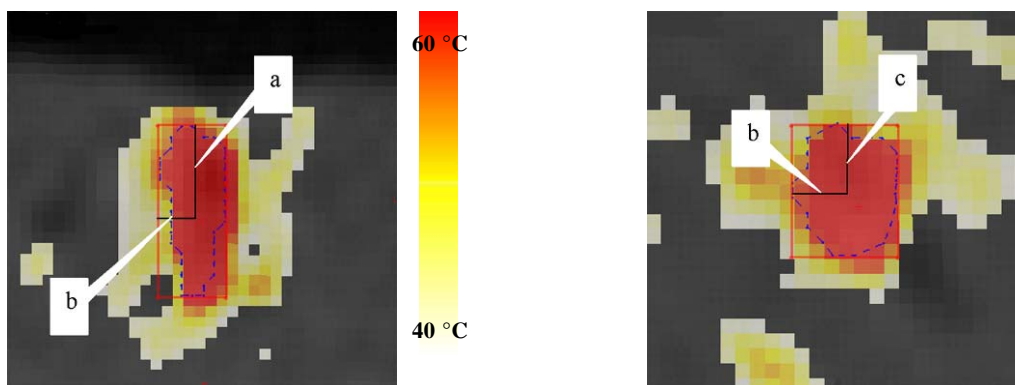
12 : Détermination des rayons a, b et c sur les cartes de températures obtenues par IRM. (FOV=250 ; taille du voxel : 2,5\*2,5\*2,5 mm<sup>3</sup>)
